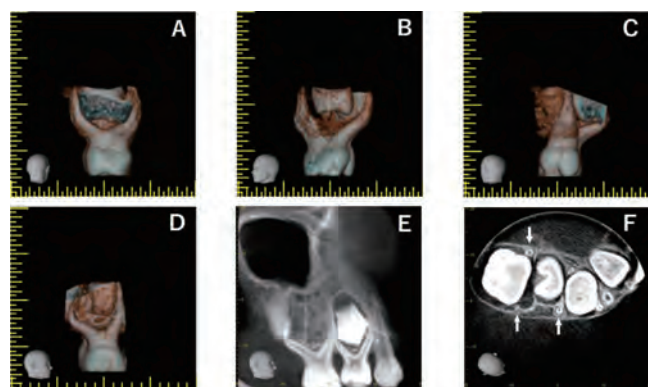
上顎右側第二乳臼歯の歯科用CT画像(6歳0か月)
